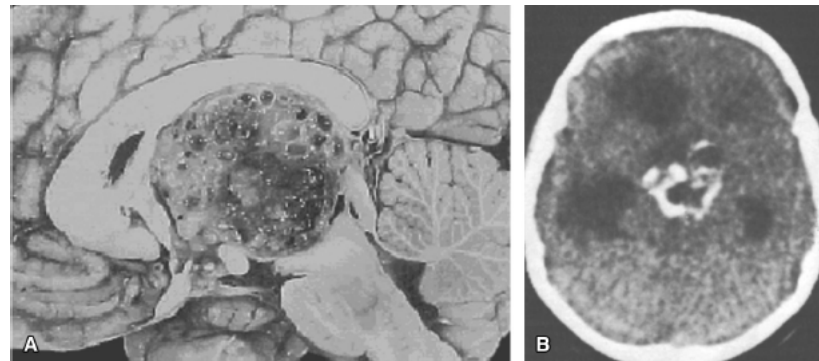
A. Craniofaringeoma. Aspecto anatomopatológico com áreas de calcificações e degenerações císticas invadindo o III ventrículo. B. Craniofaringeoma evidenciado pela tomografia computadorizada, vendo-se grande massa expansiva supresselar invadindo o III ventrículo, com dilatação irregular das cavidades a montante.
